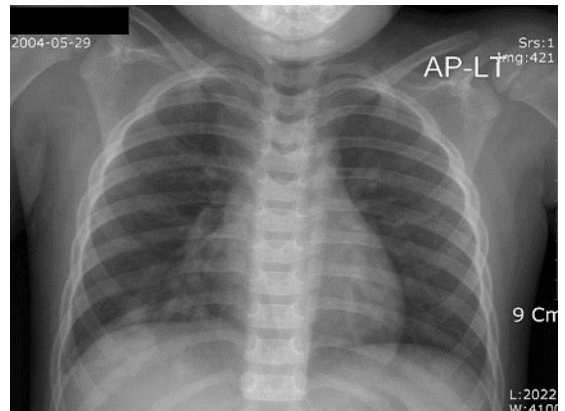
Chest radiography shows increased interstitial infiltrations in right lower lung.
